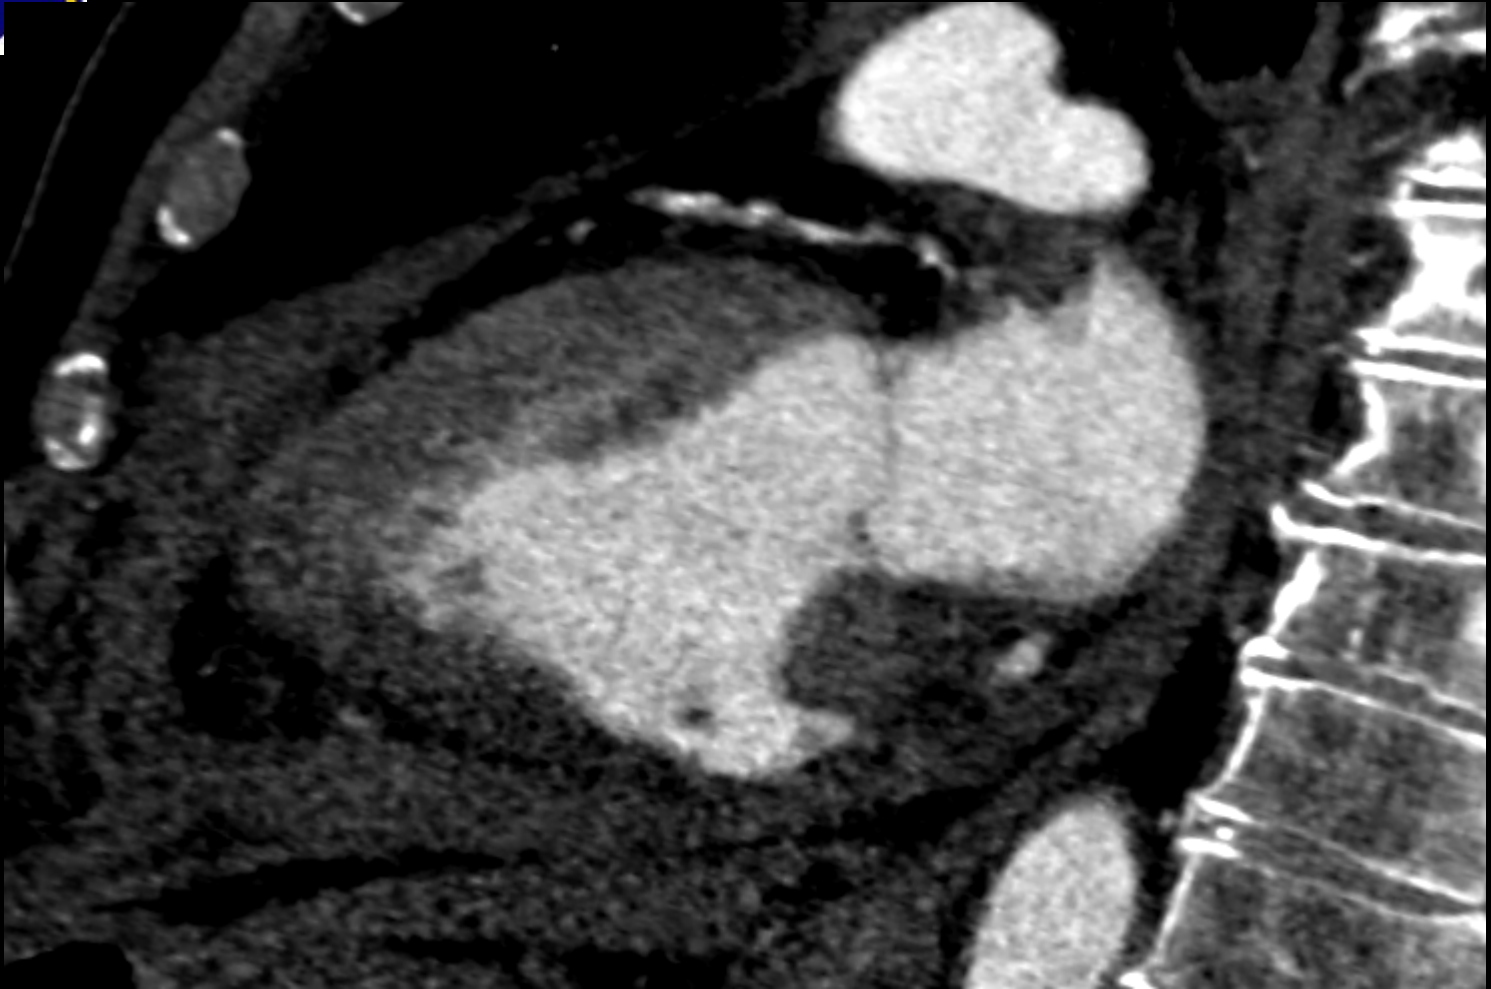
TC con contraste iv, plano 2 cámaras cardíaco
